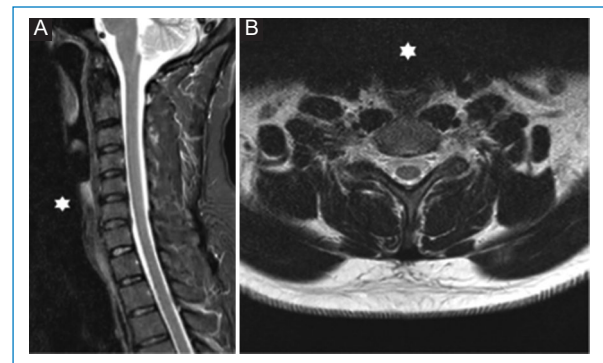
RM de columna cervical. (A) Secuencia STIR plano sagital. (B) Secuencia T2 plano axial. Banda de saturación (*) en el raquis cervical.
